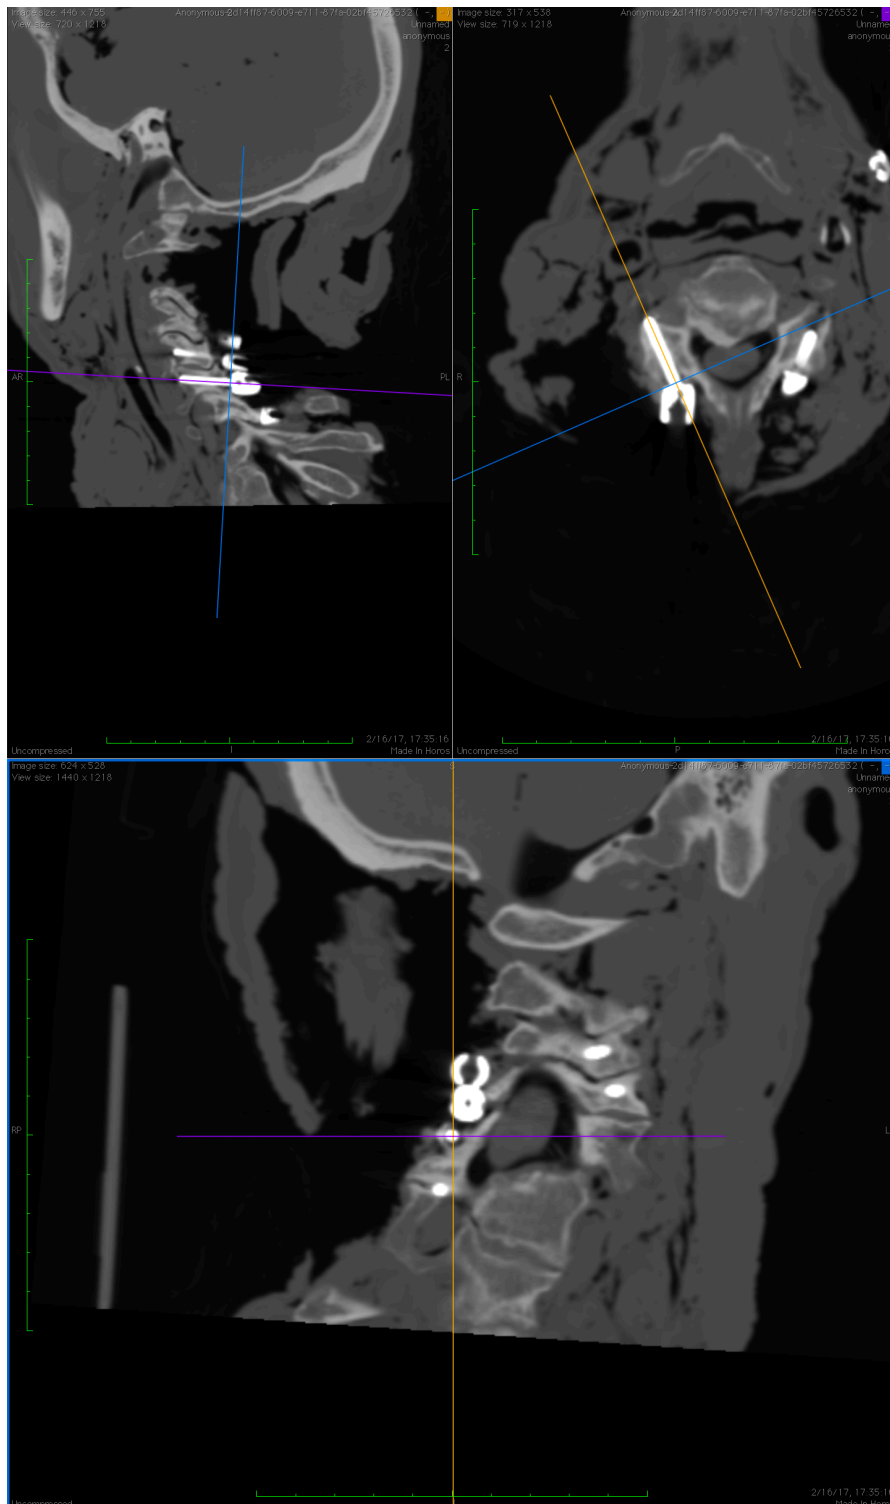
Identificación en el CT de los túneles de inserción en tres dimensiones
